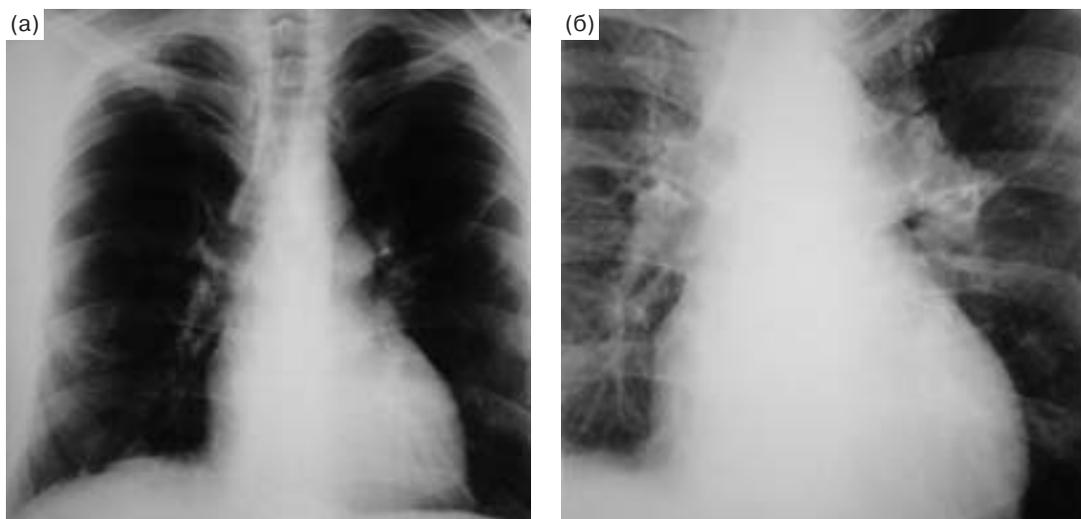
Рентгенограммы органов грудной клетки того же больного от 20.11.2009 г. (а) и от 15.02.2010 г. (б).
